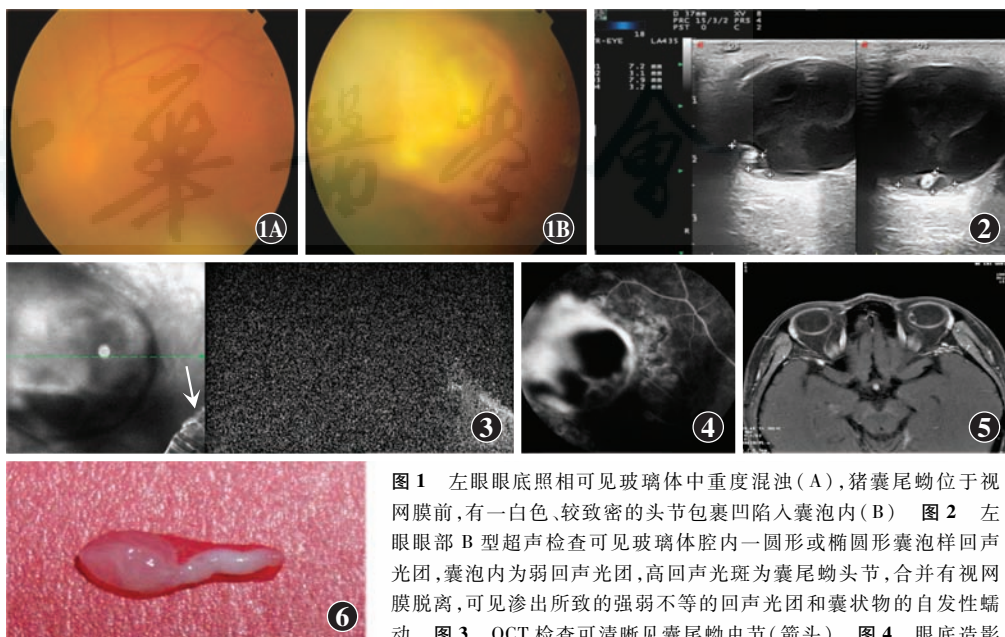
左眼眼底照相可见玻璃体中重度混浊 (A), 猪囊尾蚴位于视网膜前, 有一白色、较致密的头节包裹凹陷入囊泡内 (B) 图 2 左眼眼部 B 型超声检查可见玻璃体腔内一圆形或椭圆形囊泡样回声光团, 囊泡内为弱回声光团, 高回声光斑为囊尾蚴头节, 合并有视网膜脱离, 可见渗出所致的强弱不等的回声光团和囊状物 图 3 OCT 检查可清晰见囊尾蚴虫节 (箭头) 图 4 眼底造影显示左眼脉络膜占位, 继发性葡萄膜炎 图 5 眼眶 MRI 显示左眼球鼻侧壁及右眼眶下直肌旁异常信号影, 左侧丘脑及双侧额颞叶、颞肌内多发异常信号影, 考虑为寄生虫感染 图 6 术中取出的猪带状绦虫囊尾蚴
